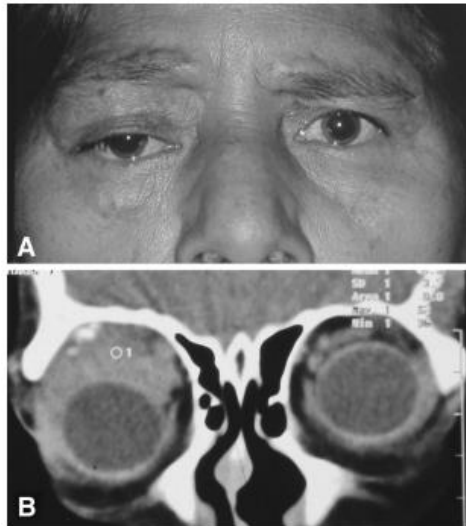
(Em cima): atingimento orbitário amiloidótico, manifestando-se com ptose e edema palpebral. (Em baixo): imagem de tomografia axial computadorizada (TAC) respetiva. Retirado de Mora-Horna ER, Rojas-padilla R, López VG, Guzmán MJ, Cerioto A, Salcedo G. Ocular adnexal and orbital amyloidosis: a case series and literature review. *Int Ophthalmol.* 2016;36(2):281-98
